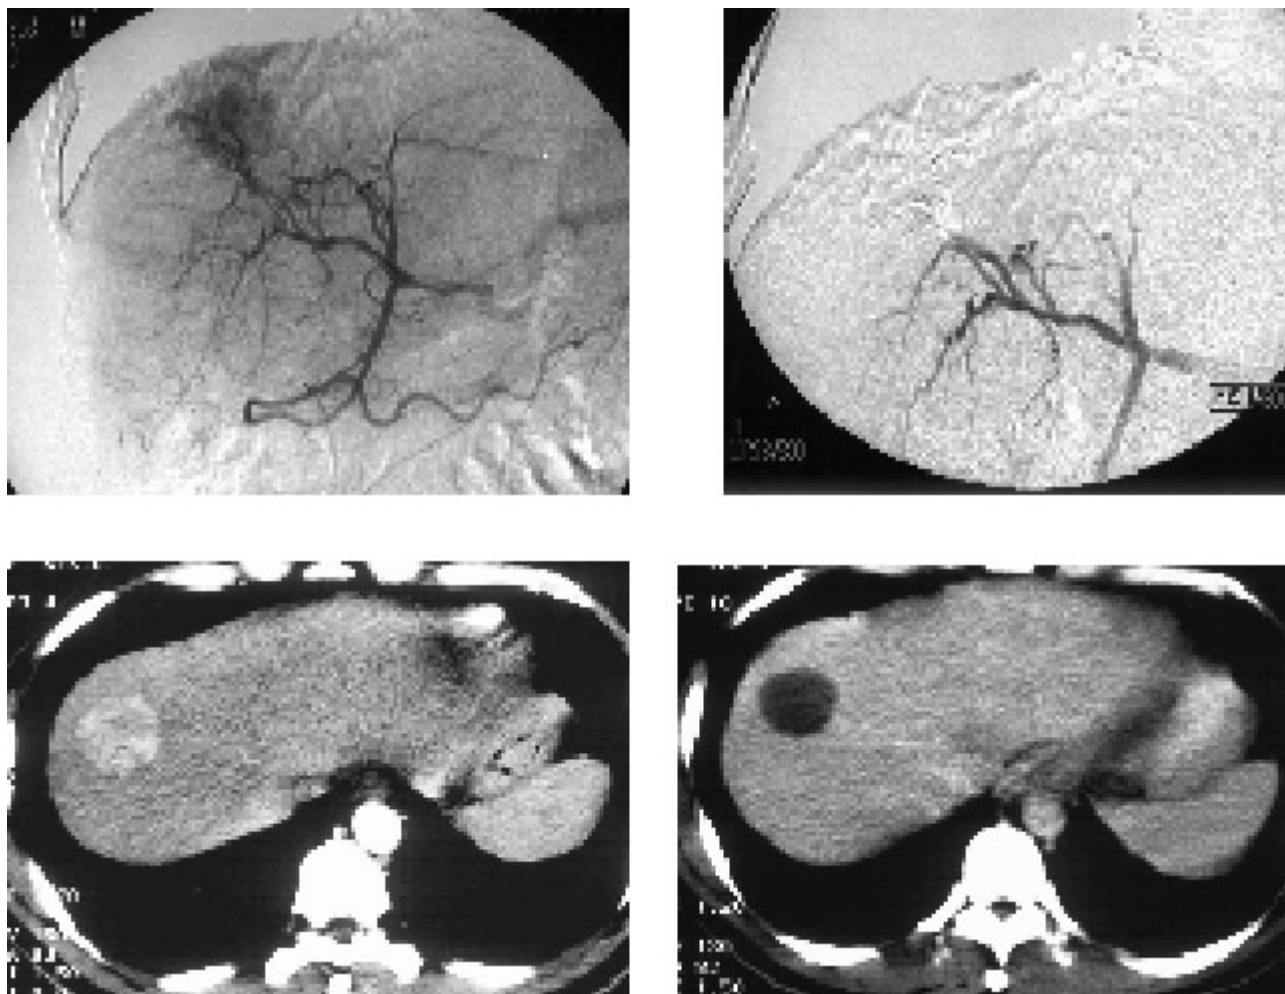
A – Arteriografia hepática evidenciando nódulo hipercaptante de contraste em lobo hepático direito. B – Arteriografia hepática após embolização tumoral. C - Tomografia computadorizada helicoidal de abdome evidenciando persistência de captação intra-tumoral de contraste após a embolização arterial. D - Tomografia computadorizada helicoidal de abdome evidenciando ausência de captação intra-tumoral de contraste após associação de embolização arterial e alcoolização tumoral.
